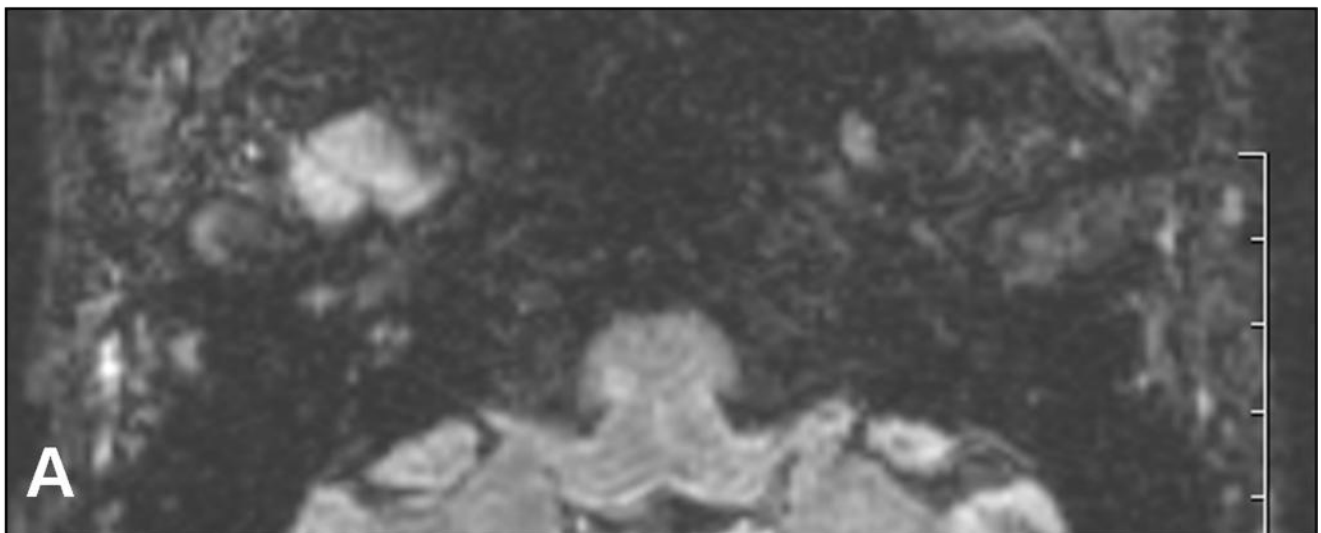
Caso clinico 3- SSNHL destra- RM 3T, sequenza FIESTA, scansione assiale: lieve ipointensità nella sequenza FIESTA del giro basale della coclea destra (più nel dettaglio: l'ipointensità è a carico della scala timpanica, la porzione visibile corrisponde alla scala vestibolare).
